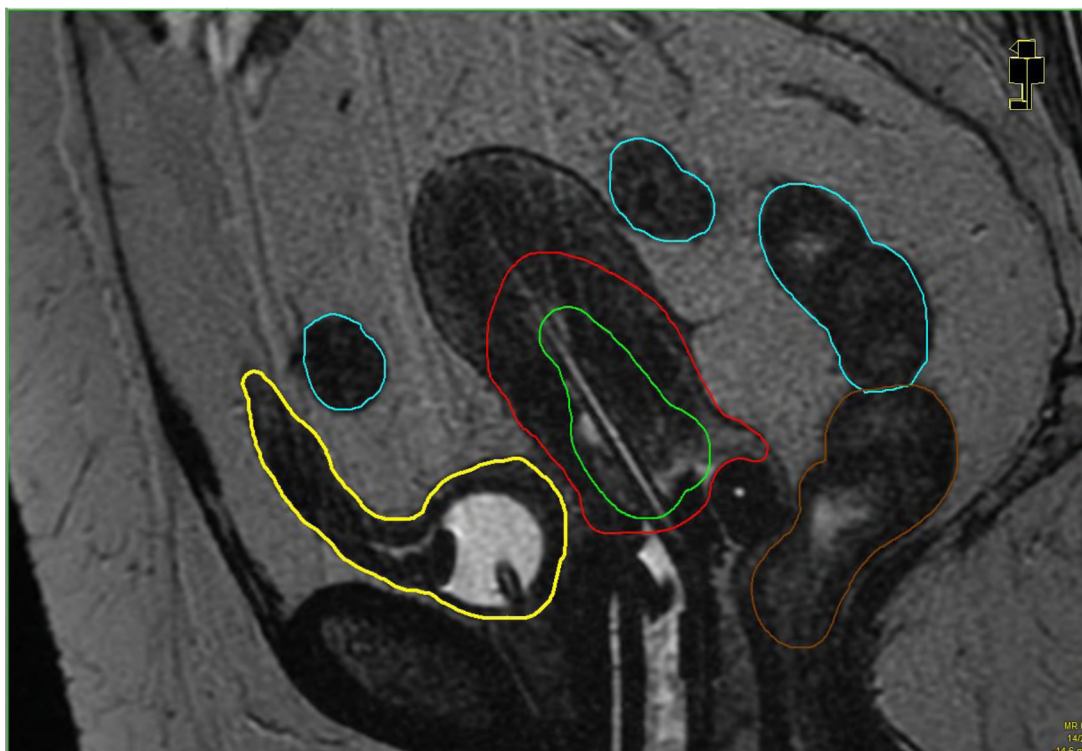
Контуринг критических органов, областей CTV и GTV на МРТ-изображении
